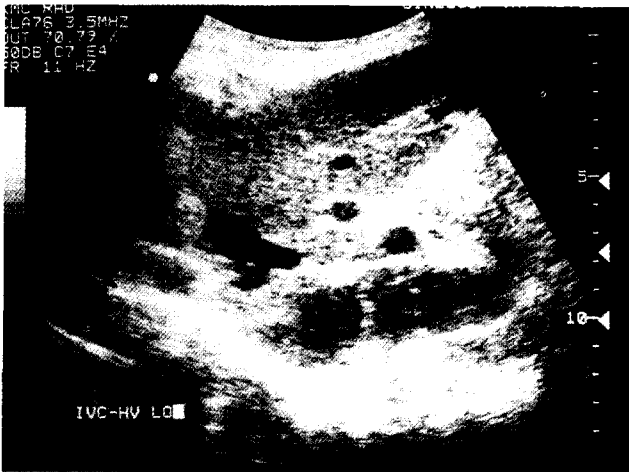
한 환자의 수술 전 복부 초음파 소견. 혈전과 막성 폐쇄에 의한 하공 정맥의 폐쇄 소견이 보인다.
